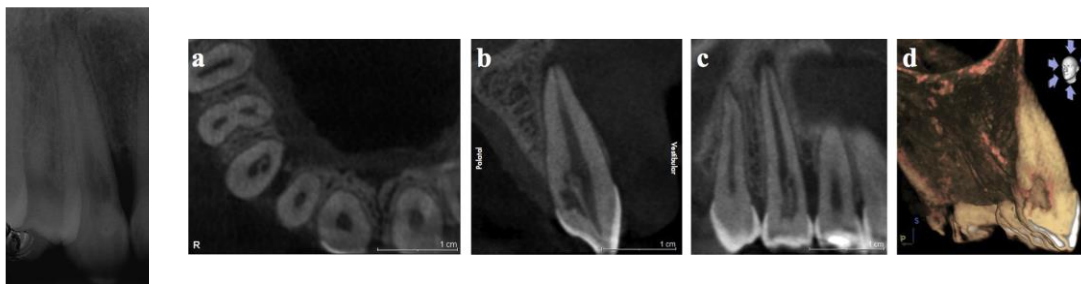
Reabsorción interna de un incisivo central superior. Rx convencional (Imagen superior). CBTC (Imágenes inferiores). Fuente: Fornara, Roberto; Cecconi, Dario Re. Importance of CBCT in the management plan of upper canine with internal resorption. Giornale Italiano di Endodonzia, 2015, vol. 29, no 2, p. 70-76.
